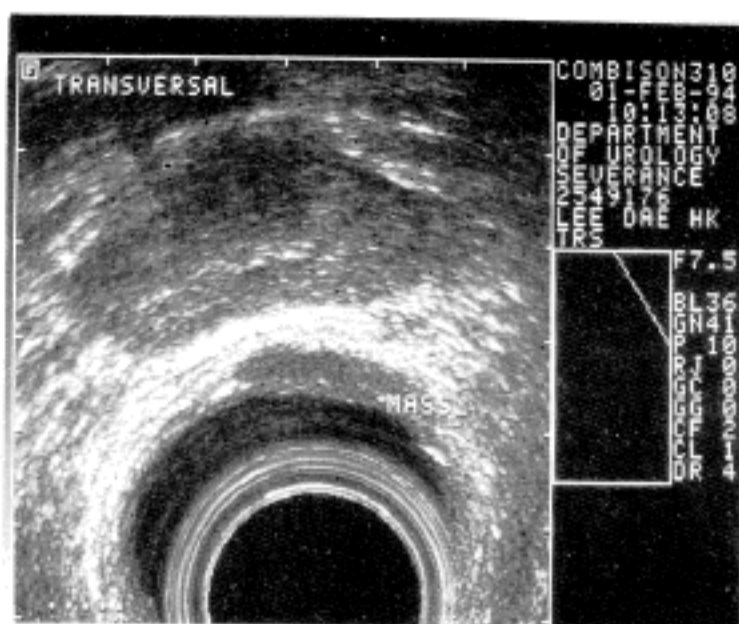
Transrectal ultrasonography: The submucosal white line can be identified around the circumference of the tumor (uT1), the prostate is also shown.
